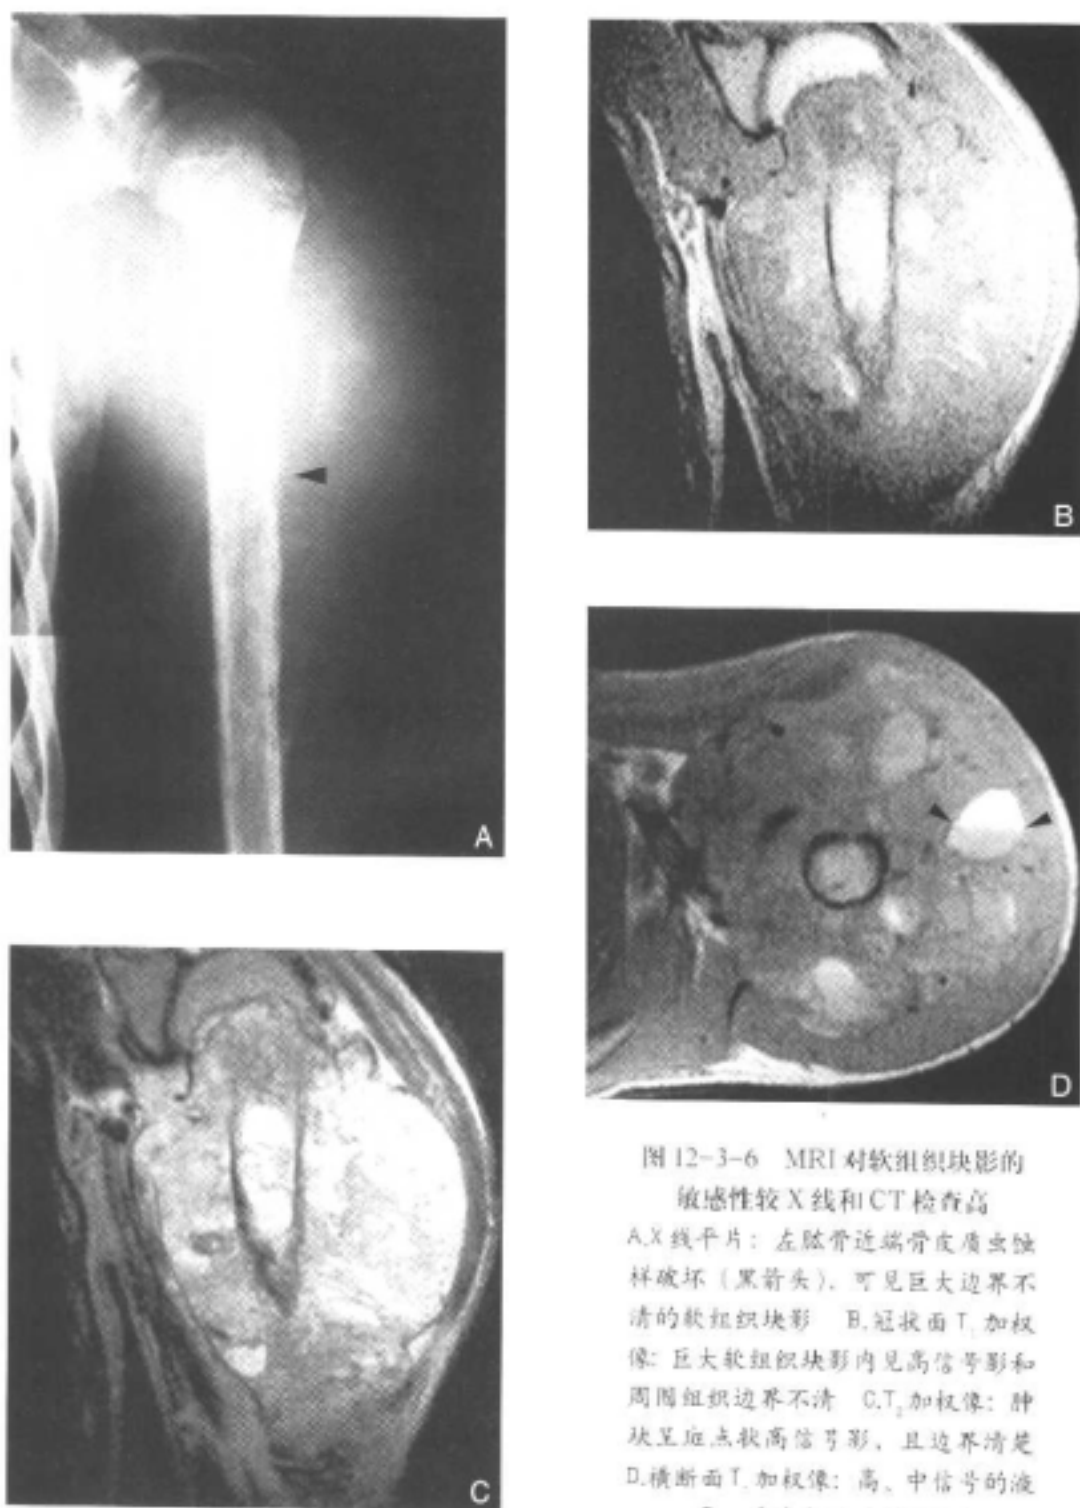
MRI 对软组织块影的敏感性较 X 线和 CT 检查高
